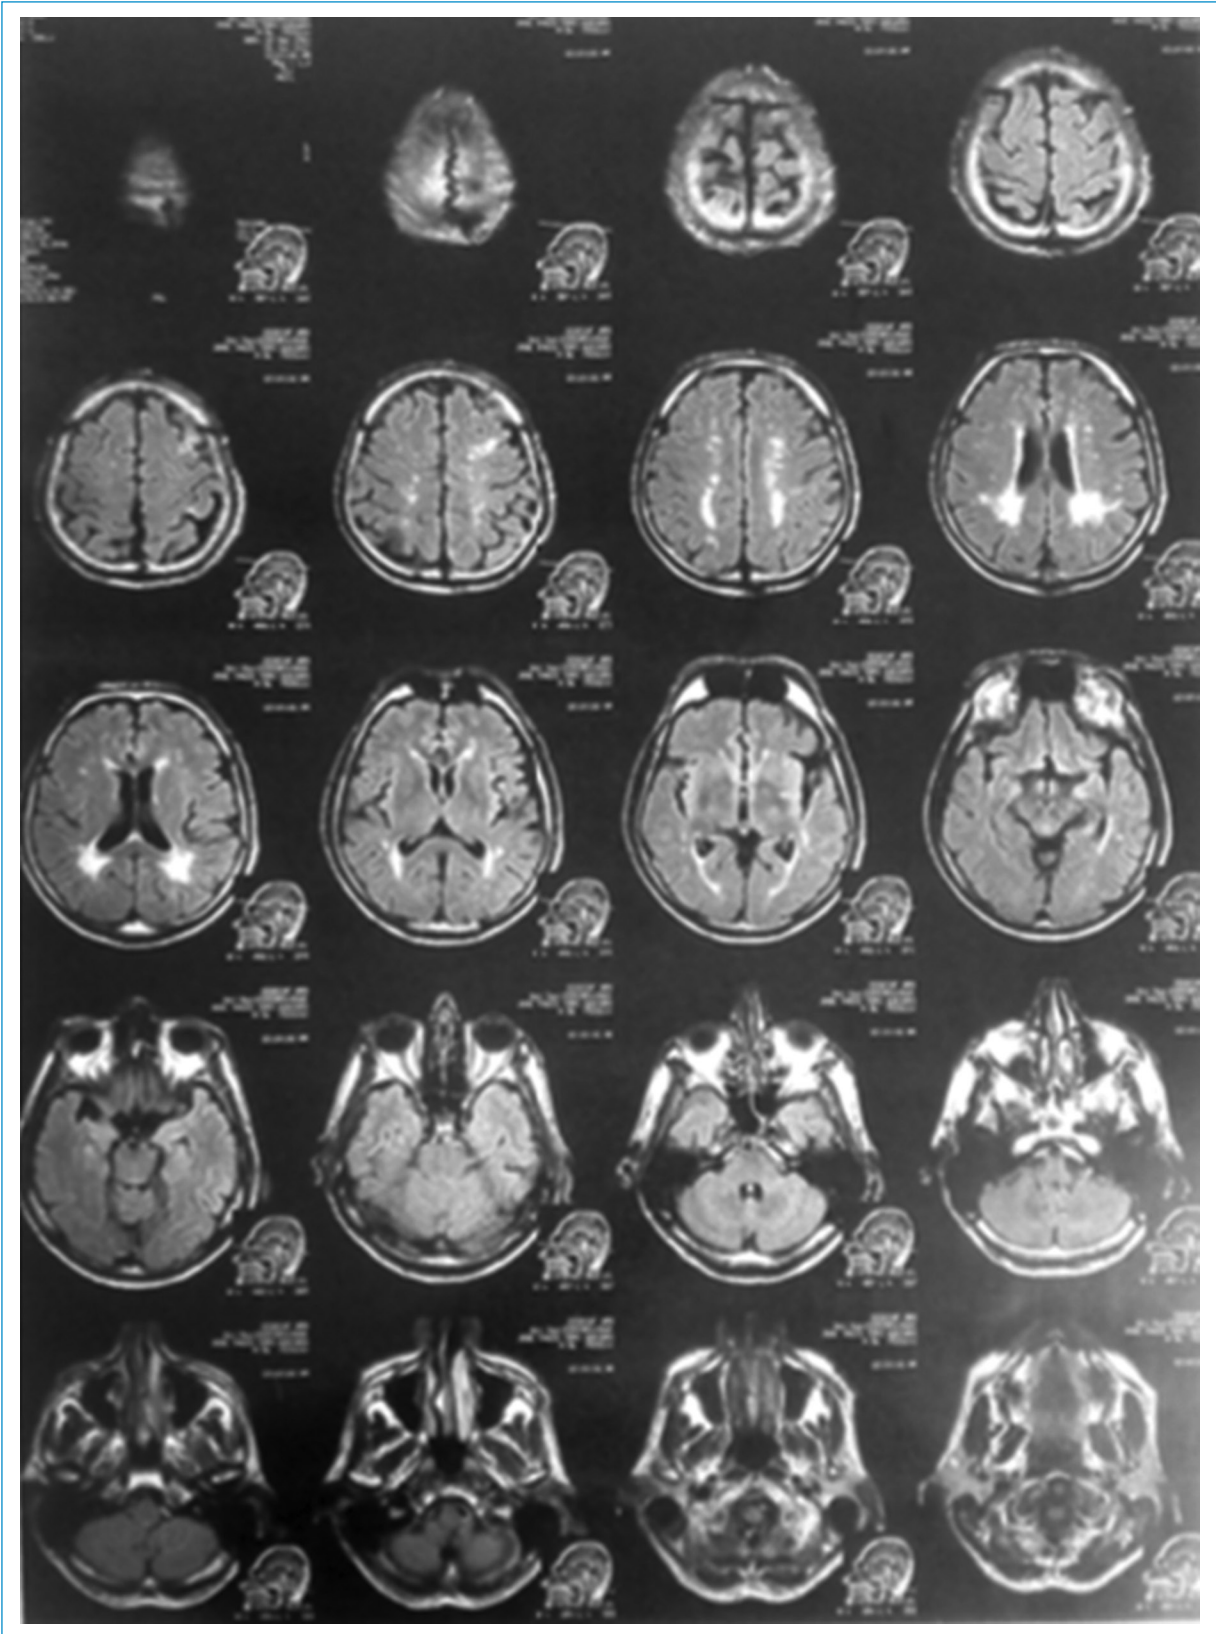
Resonancia magnética cerebral. Leucoencefalopatía microangiopática.
